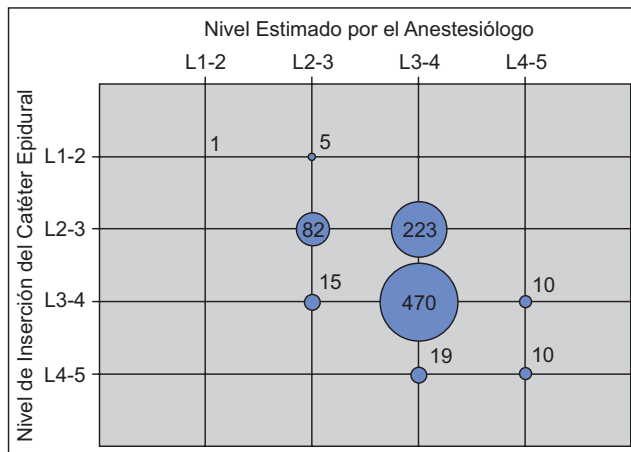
Comparación entre los niveles interespinosos estimados por palpación y los niveles reales de inserción del catéter en las radiografías. Los números dentro de los círculos describen el número de casos.
